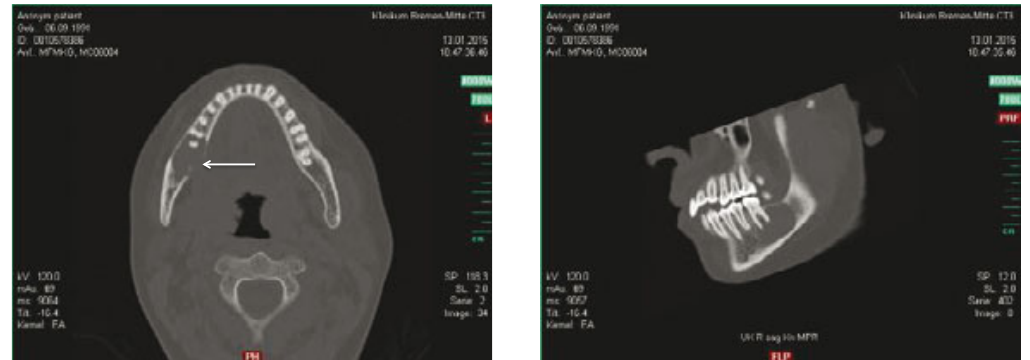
Präoperativer CT – Befund mit lingualem Kortikalisdefekt (Pfeil)
